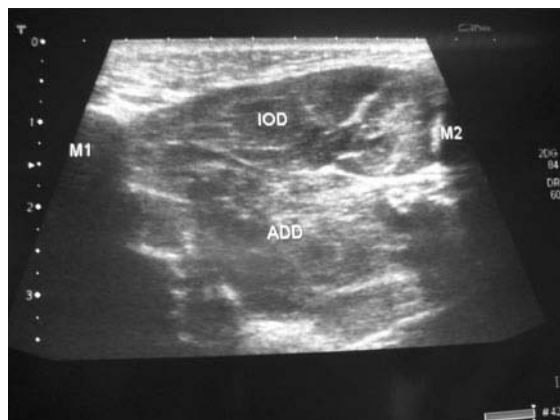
Échographie de la première commissure de la main gauche avec un aspect normal du muscle interosseux dorsal (IOD) et du tendon court adducteur du pouce entre le premier métacarpien (M1) et le second métacarpien (M2).
